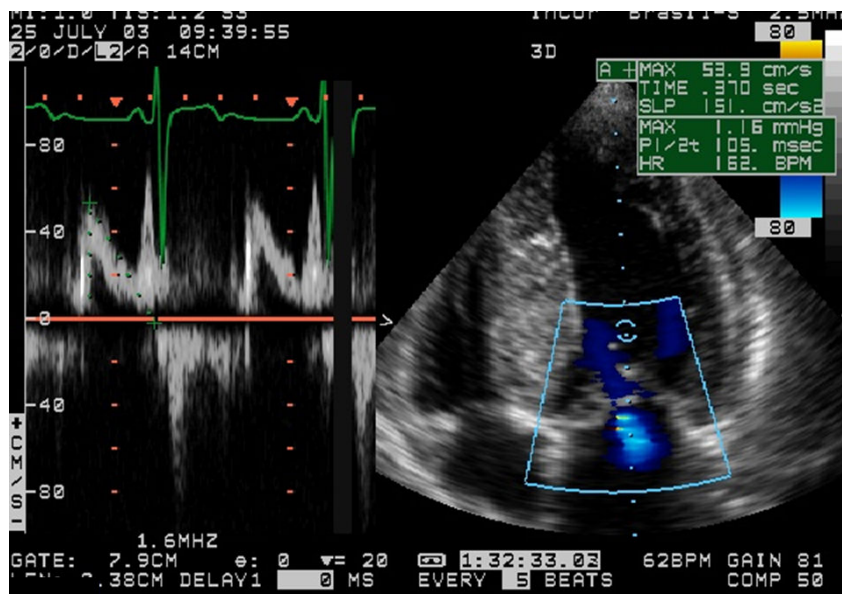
Estudo Doppler demonstra sinais de disfunção diastólica discreta do ventrículo esquerdo (tipo I), com relação E/A=0,8 e tempo de desaceleração da onda E=370ms
